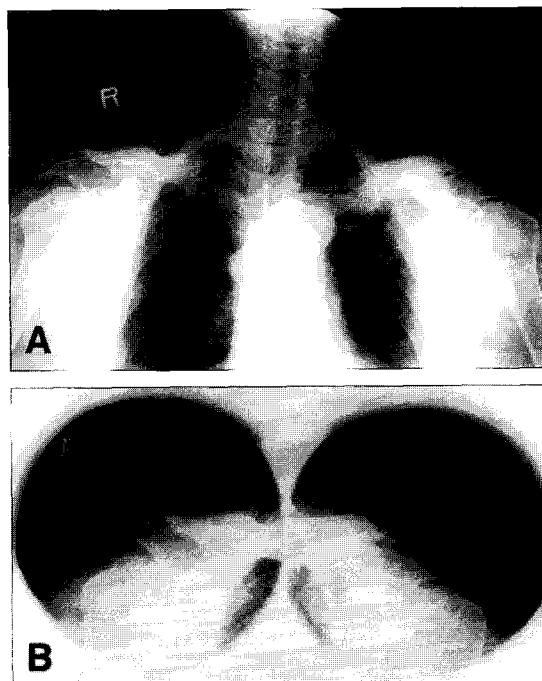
Radiograph shows hyperostosis of both clavicles.
